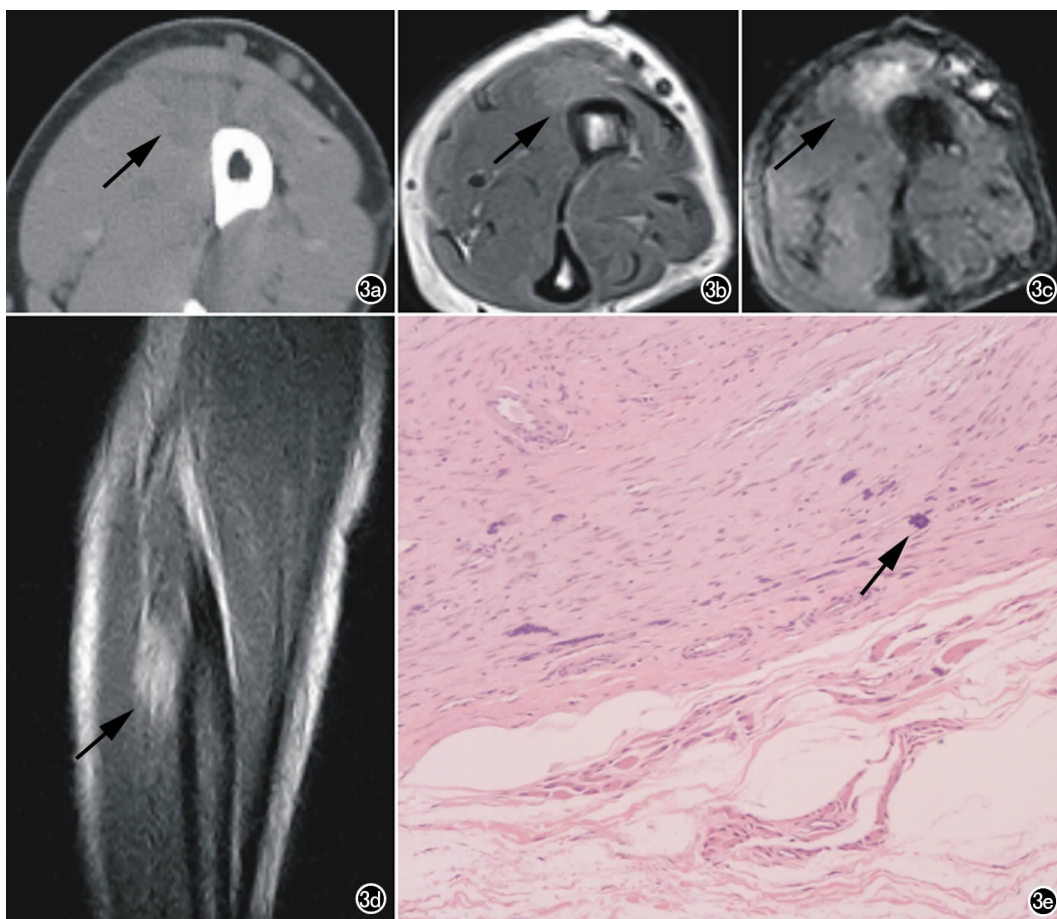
男,73岁,左前臂硬纤维瘤。a) CT平扫示局部肌肉密度稍欠均匀; b) MRI平扫 T_1 WI轴面示肿块(箭)信号与肌肉相仿或略高; c) MRI平扫 T_2 WI轴面抑脂序列示肿块(箭)呈高信号,信号欠均; d) MRI平扫 T_2 WI矢状面示肿块(箭)较肌肉呈高信号,边界不清; e) 镜下符合硬纤维瘤改变,瘤组织向横纹肌侵袭性生长,可见萎缩的横纹肌岛(箭, $\times 100$,HE)。
